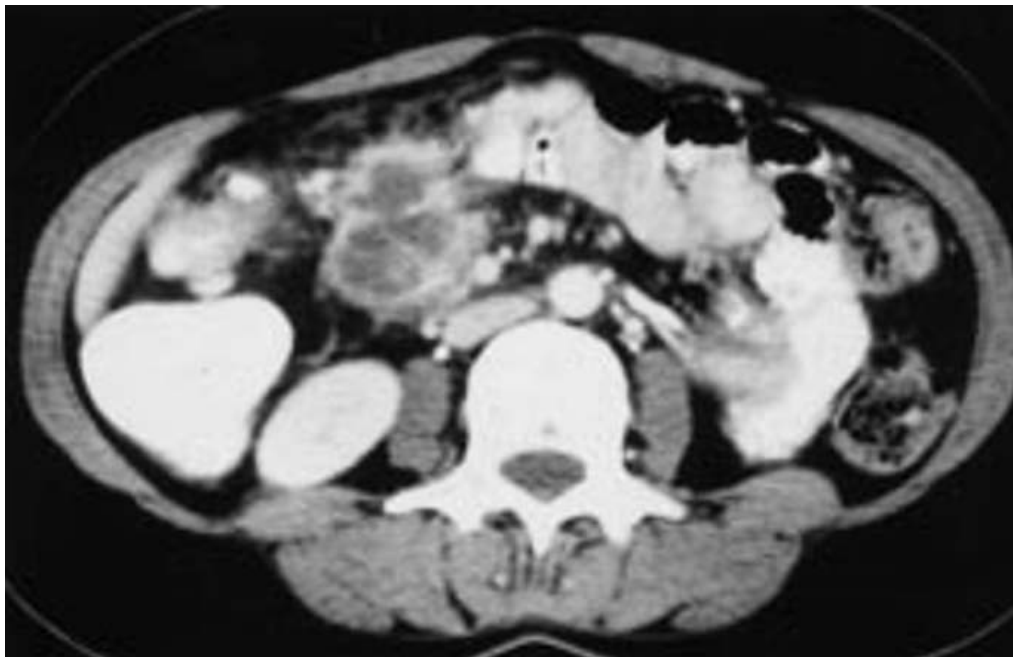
TDM après injection IV de PDC. Masse de la loge pancréatique avec rehaussement hétérogène, annulaire, délimitant des logettes hypodenses. Notez, la densification de la graisse mésentérique environnante.[5]
